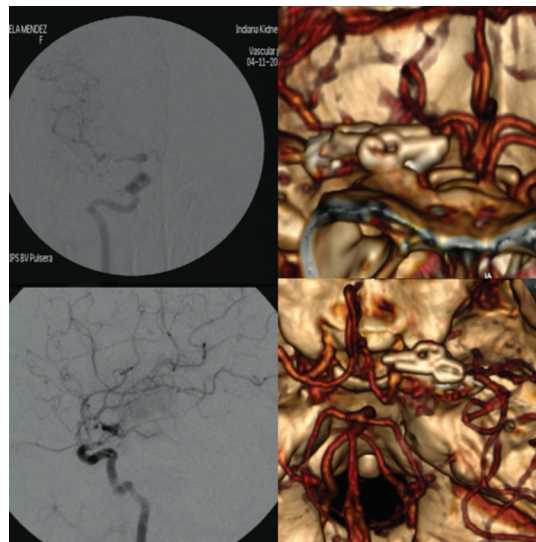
Angiotomografía en 3D y angiografía cerebral postoperatorias sin evidencia de aneurisma
